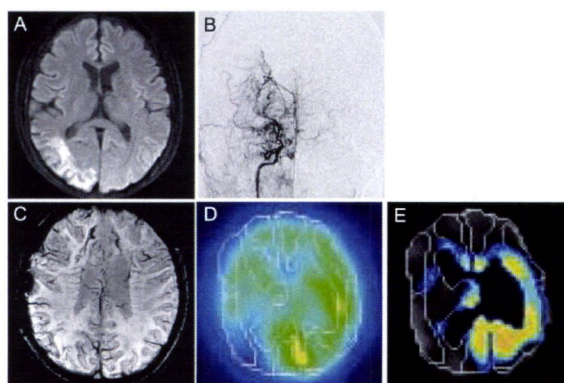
代表症例. 37才男性で右後頭葉の脳梗塞で発症 (A). 脳血管撮影では Suzuki stage 3 (B) のもやもや病を認め、SWI stage 3 (C) であった. SPECT では CBF (D), CVR (E) の低下を認めた。
